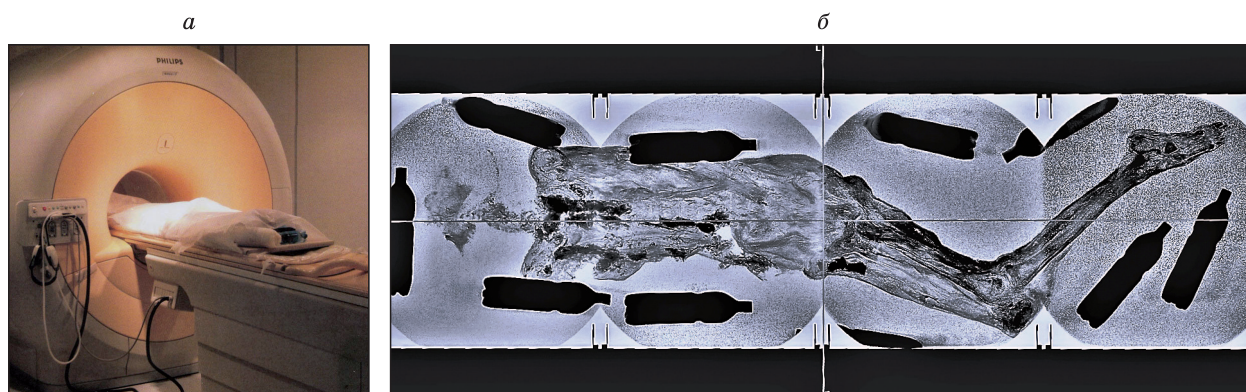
Магнитно-резонансный томограф Achieva Nova (а); мумия – на специальном деревянном помосте, полностью закрыта непрозрачной пленкой, в искусственной среде с антисептиком и увлажнителем (б)
